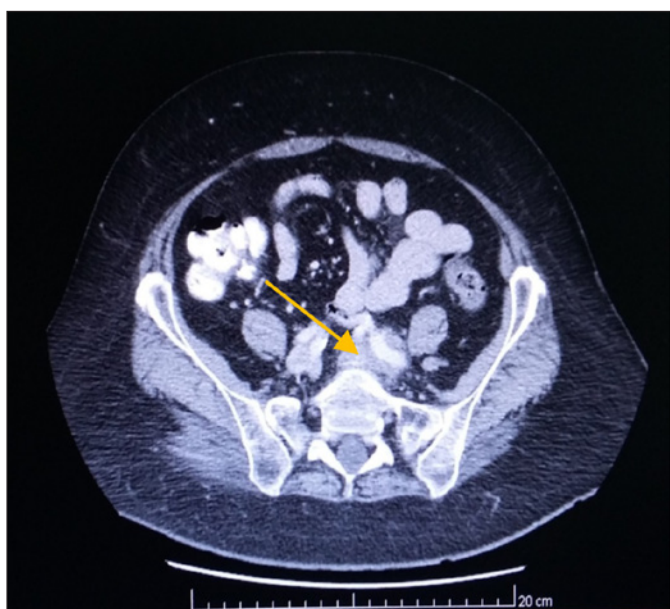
TC abdomino-pélvica (a seta indica a fibrose retroperitoneal).
